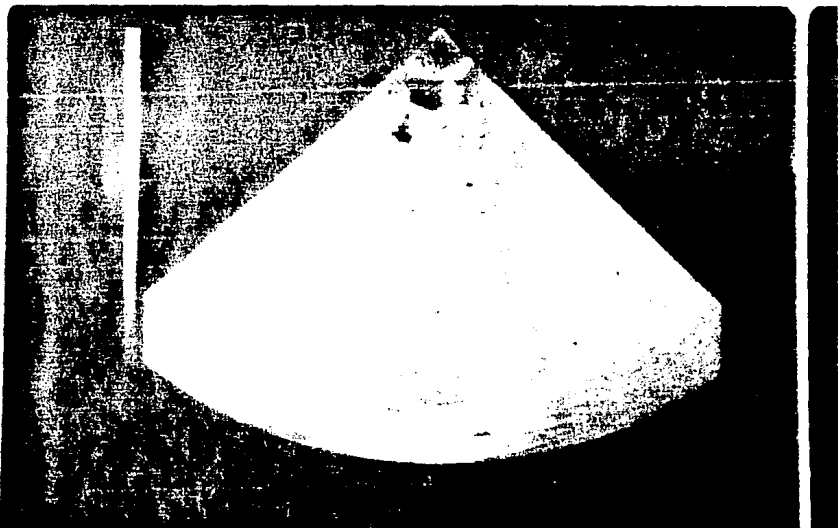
CORTE AXIAL DE USG IMAGEN ECODENSA
